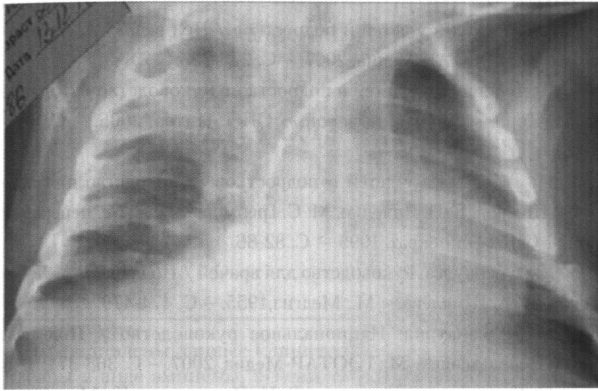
Рентгенограмма ОГК от 13.12.2010 г. Отрицательная динамика в виде появления инфильтрации лёгочной ткани в проекции верхней и средней долей правого лёгкого, сгущение лёгочного рисунка в верхней доле левого лёгкого. Правый кардио-диафрагмальный синус затемнён
